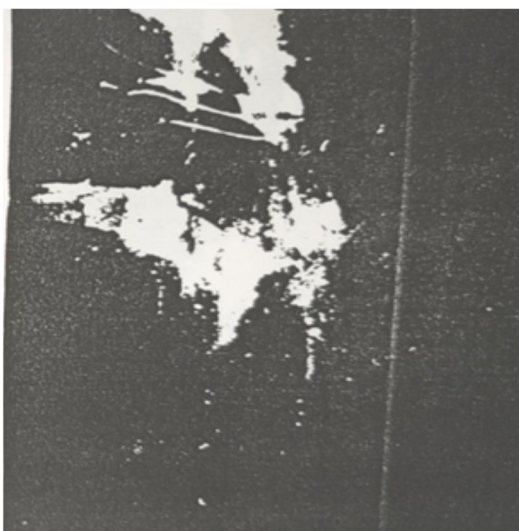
Рентгенограмма интратрахеального введения кролику известного пропи-йодона.
